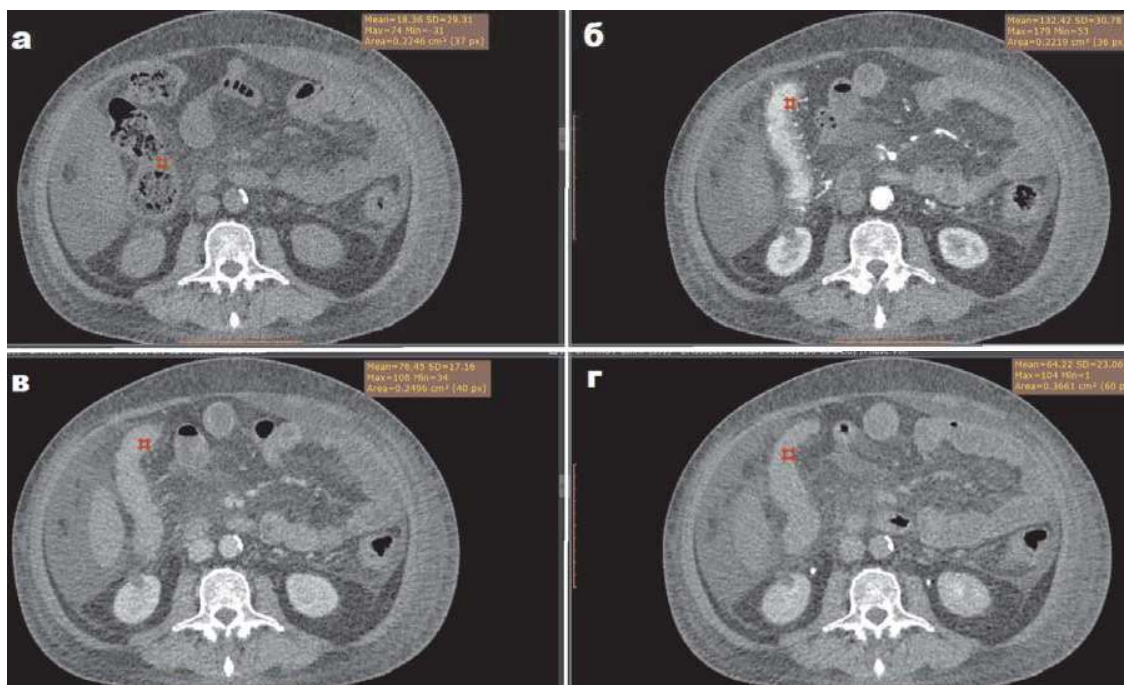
Мужчина Б., 48 лет, БК. КТ в аксиальной плоскости до и после КУ в артериальную, венозную и отсроченную фазы. Повышенное контрастное усиление утолщенной стенки слизистого типа в АФ и трансмуральное в ВФ и ОФ КУ утолщенной стенки баугиниевой заслонки ТК и видимой части подвздошной кишки. Видимая часть подвздошной кишки с сужением просвета.
